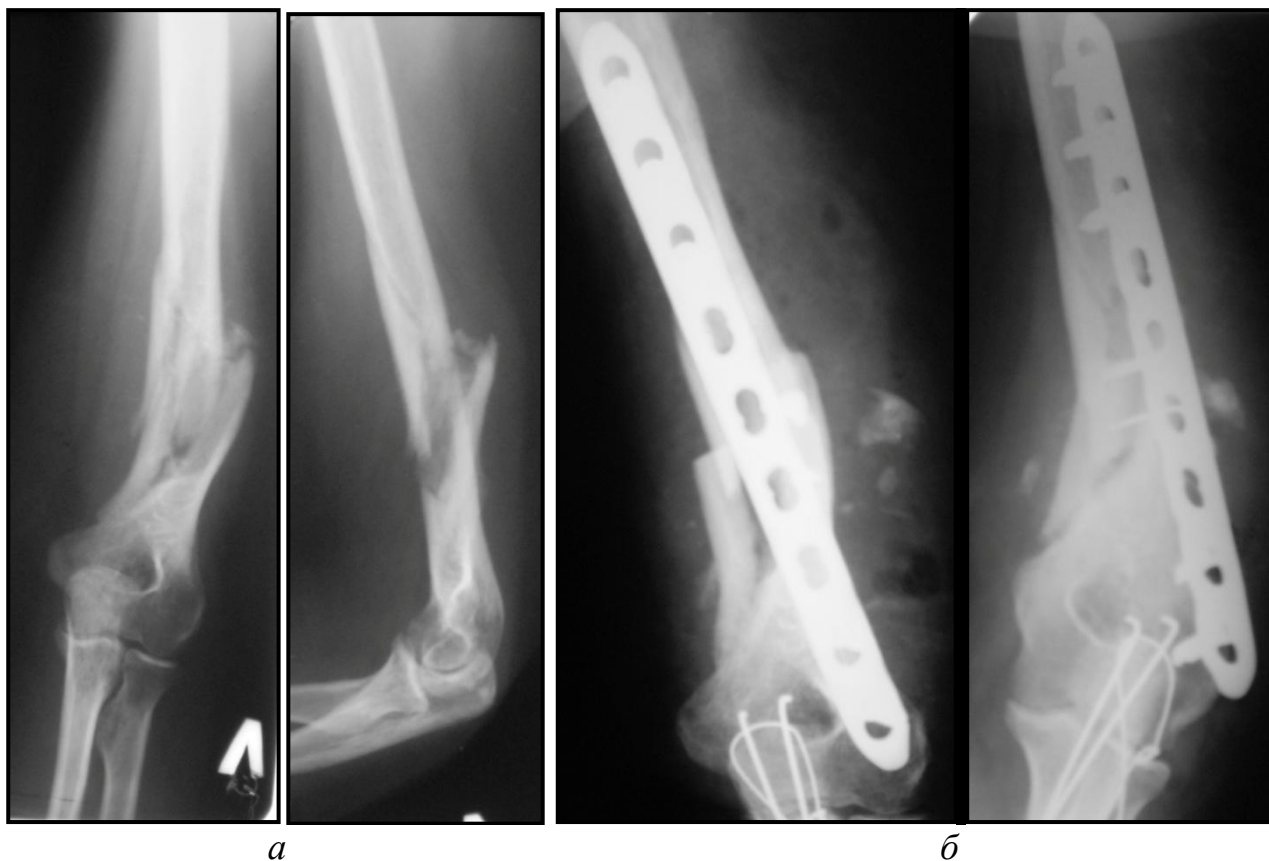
Рентгенограммы левой плечевой кости больной М., 47 лет, и/б №9655.
